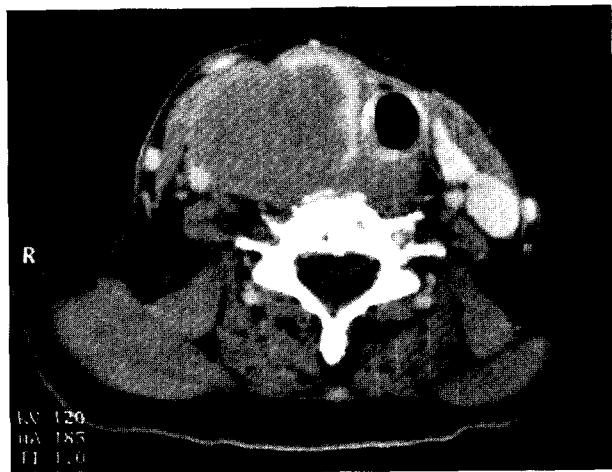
Neck computerized tomography: An intrathyroidal homogenous mass is noted in the right lobe.
